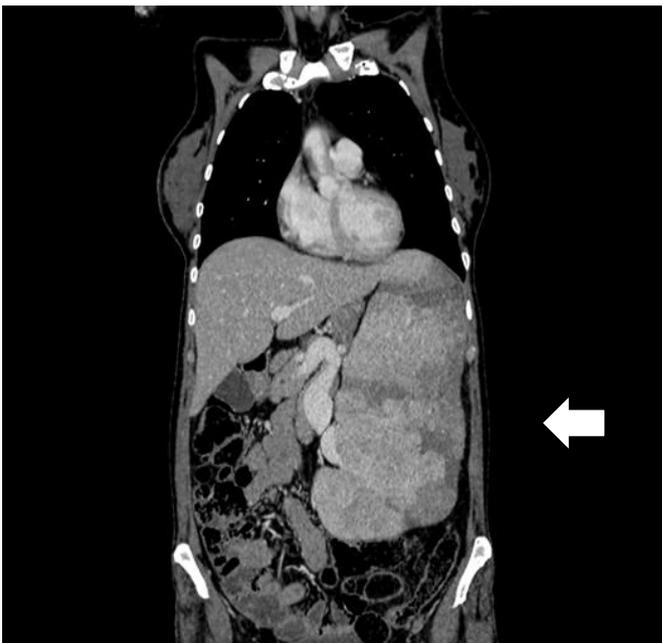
Tomografia de abdome em corte coronal evidenciando esplenomegalia e textura heterogênea do baço.
